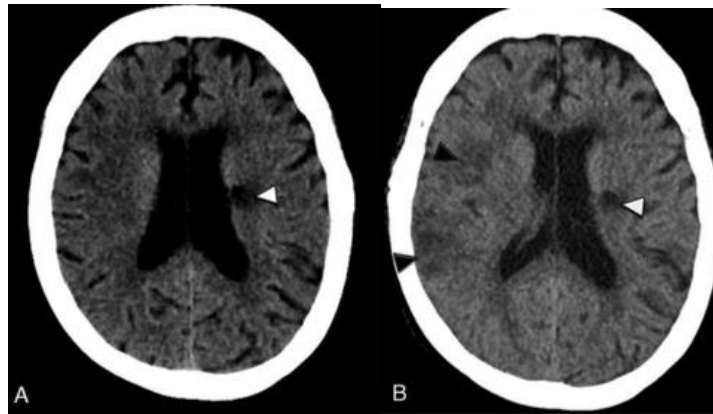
Exemple d'infarctus ancien qui pourrait confondre l'évaluation ASPECTS [180].
